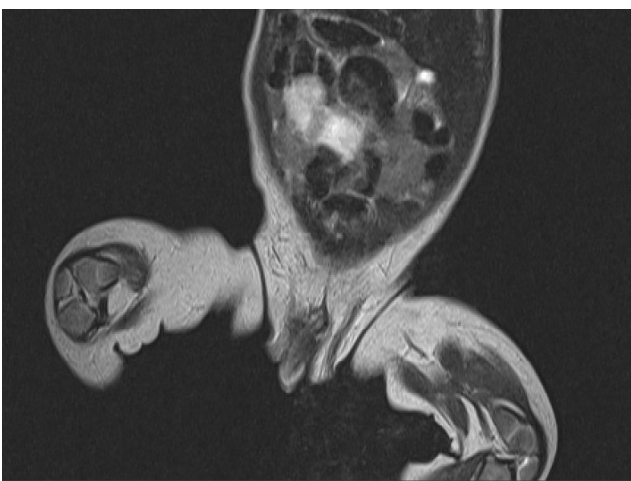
Томограмма (МРТ) тазобедренных суставов. МЭО левой бедренной кости. 3-и сутки
